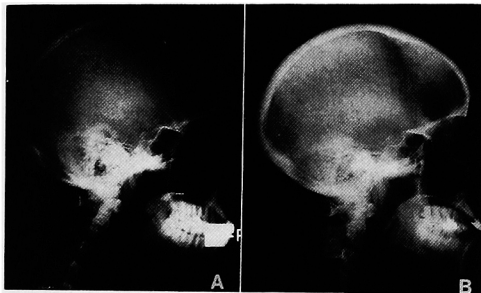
Skull X-ray film. Reconstitution of sharp margins to the inner and outer tables and the vascular grooves was noted 38 months after total parathyroidectomy. The salt and pepper appearance was not present. (A: before operation, B: after operation)
